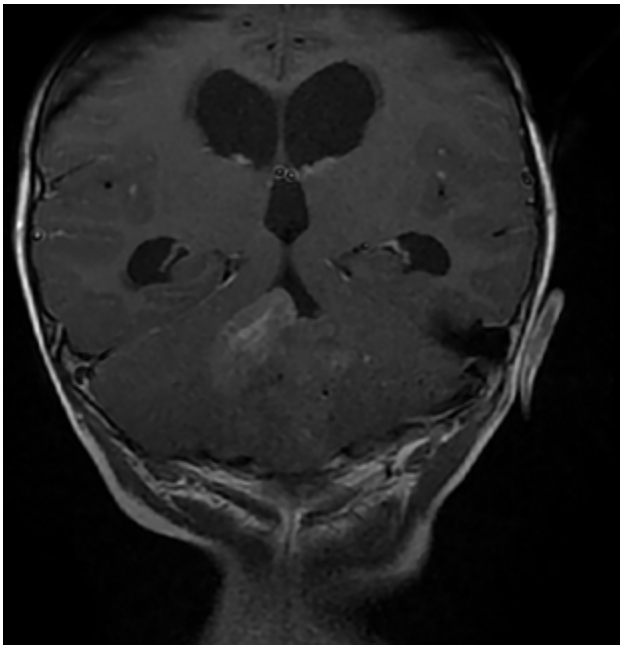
RM corte coronal, secuencia T1 con contraste. Se observa neoformación medial, solido-quística, heterogénea de bordes irregulares en la topografía del VI ventrículo que ocupa la totalidad del mismo, que realiza en forma heterogénea tras la administración del contraste. Se observa dilatación triventricular
